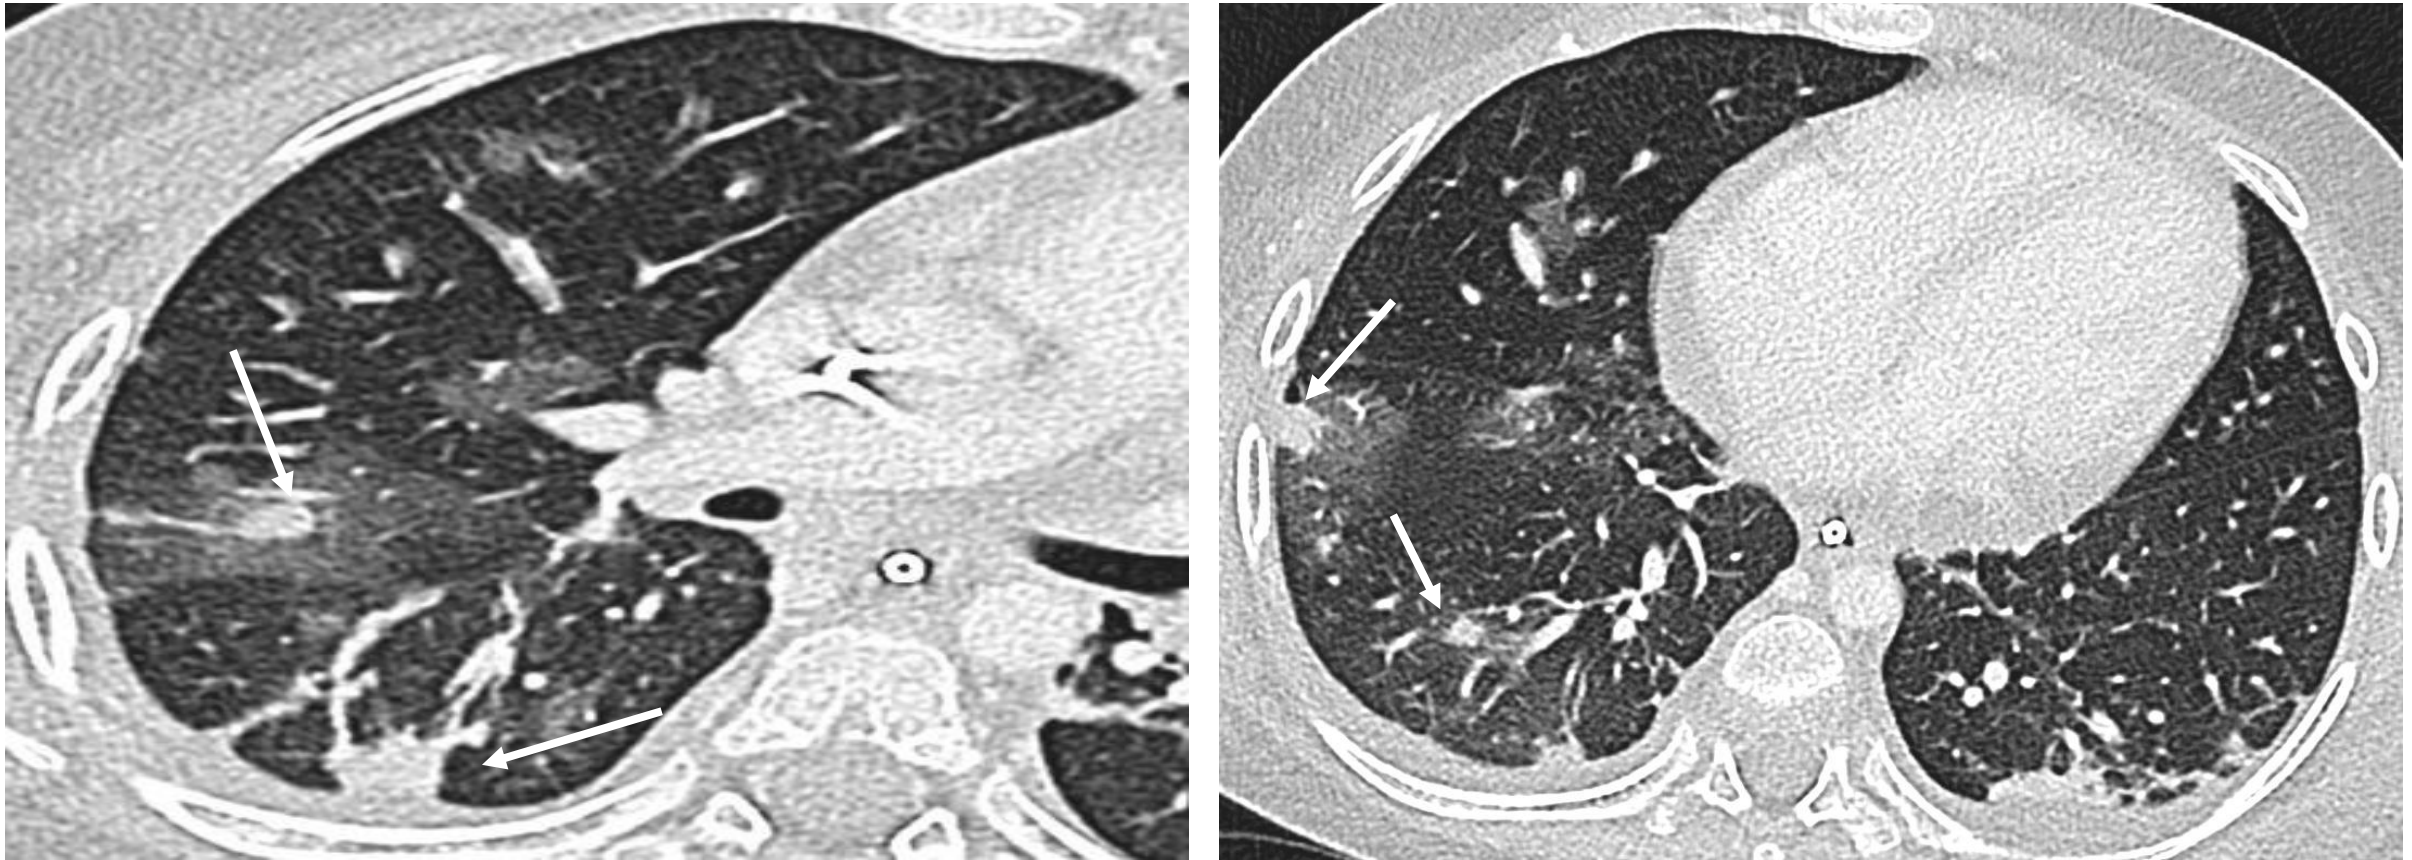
Imágenes axiales de TC torácica en ventana pulmonar. Nódulos pulmonares bilaterales rodeados de opacidades periféricas en vidrio deslustrado (“signo del halo”) (flechas). El lavado broncoalveolar confirmó infección por *Aspergillus*.
